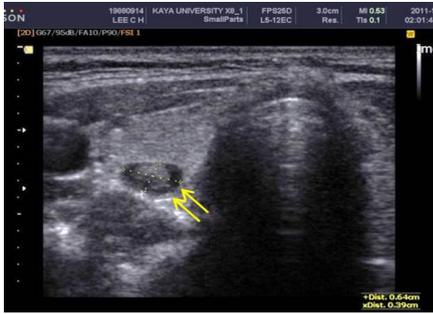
갑상선 고형성에코(solid echo)의 image(화살표): 내부에 고에코의 구조물이 형성되어 있는 초음파영상.
